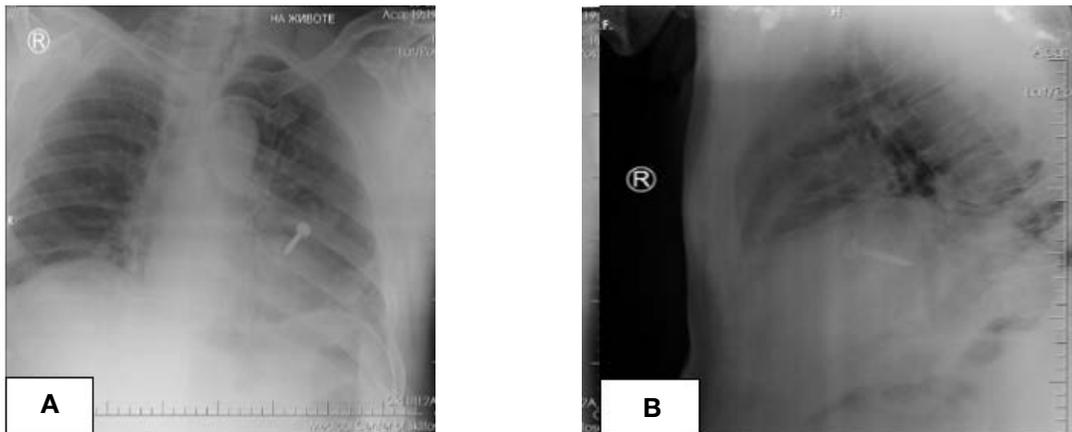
Рентгенограммы органов грудной клетки в двух проекциях. Иноородное тело (дюбель): A – прямая проекция; B – боковая проекция
